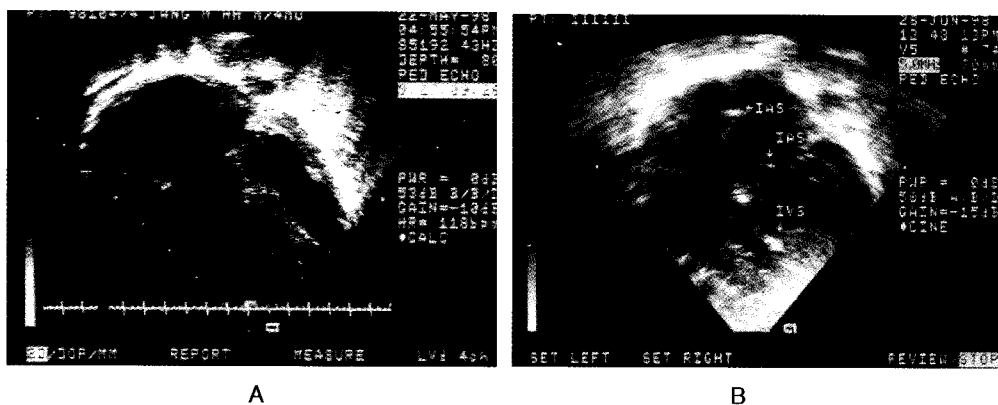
Preoperative(A) and postoperative(B) echocardiographic views in apical four-chamber views. Well functioning main orifice and accessory orifice of left-sided atrioventricular valve were demonstrated in both side of small remnant of interatrial septal tissue(IAS).
